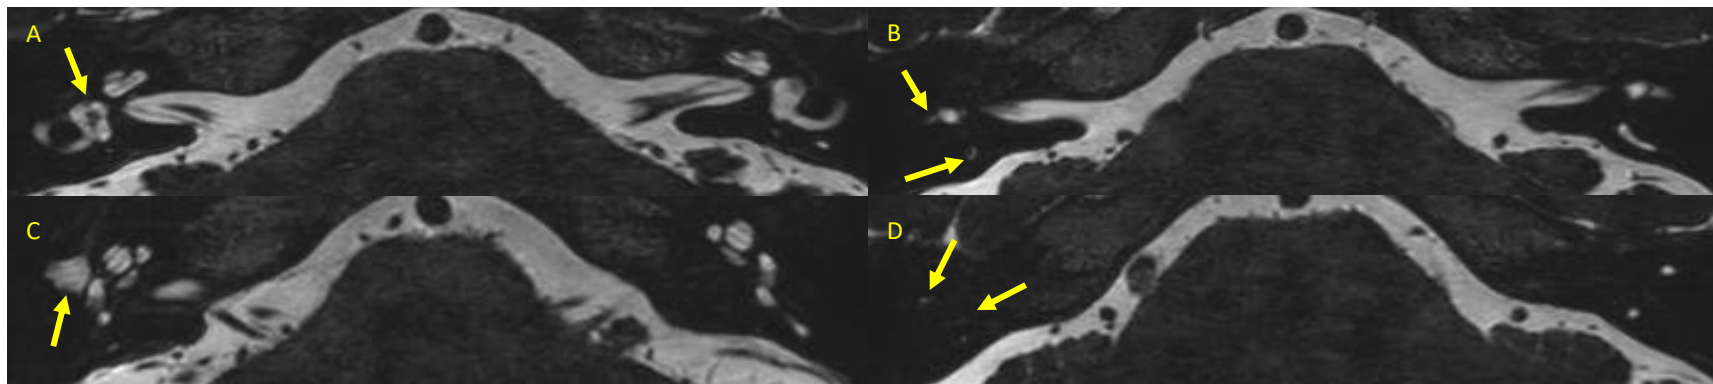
Las secuencias de RM ponderadas en T2 en plano axial también demuestran asimetría entre los vestíbulos de ambos oídos, con la línea de fractura atravesando el vestíbulo derecho (A). Asimismo, se observa una marcada asimetría en la intensidad de señal de los canales semicirculares —canal semicircular superior (flechas en D), canal semicircular lateral (flecha superior en B) y canal semicircular posterior (flecha inferior en B)—, así como una colección líquida hiperintensa en el oído medio derecho (C).
